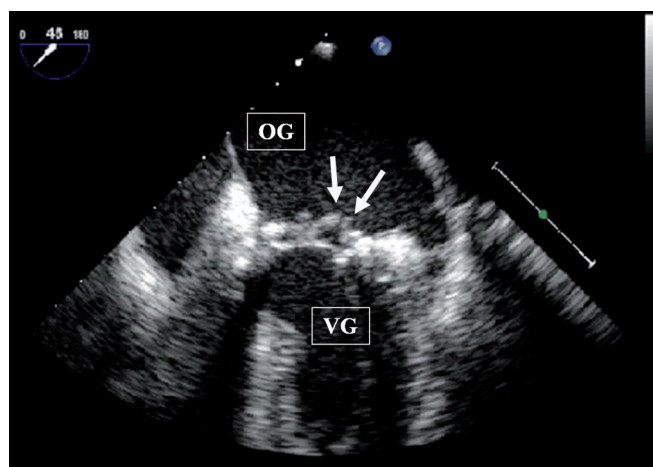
Image échocardiographique par voie transœsophagienne (ETO) : aspect de végétations (flèches) sur le versant auriculaire de la valve mitrale située entre l'oreillette gauche (OG) et le ventricule gauche (VG).
